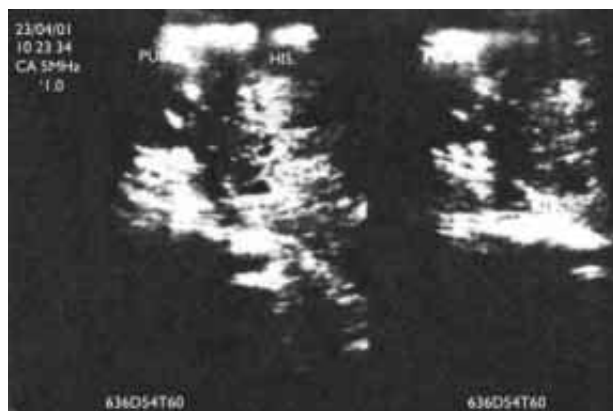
Corte longitudinal y transversal de ultrasonido donde demuestra un patrón heterogéneo a expensas de zonas hipoechoicas que sugieren pequeñas colecciones.
